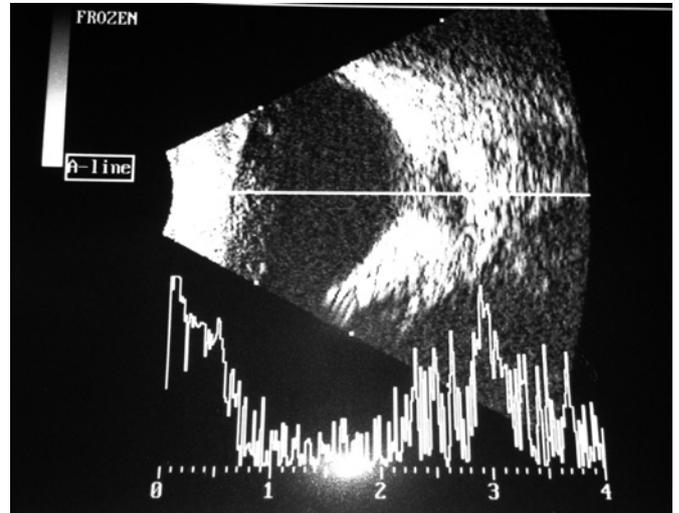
Ultrassonografia confirmando o diagnóstico
